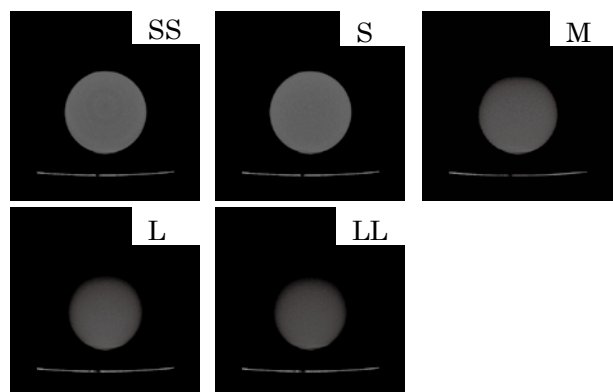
水ファントム(直径 81mm)の CT 画像。
